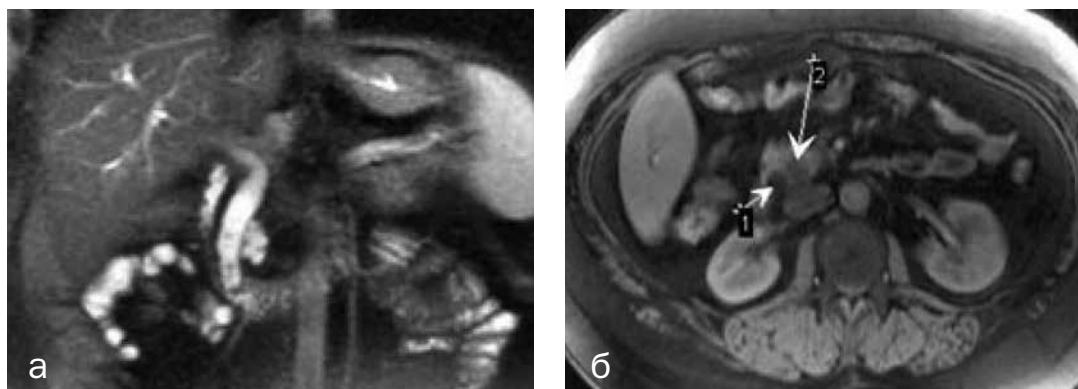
МРТ пациентки Д., 26 лет, с желчнокаменной болезнью, холецисто- и холедохолитиазом, обострением ХП: а — Т2-ВИ в корональной плоскости, общий желчный проток расширен, в его просвете видны мелкие конкременты, в головке ПЖ — жидкостное скопление; б — Т1-ВИ FS в аксиальной плоскости, визуализируется расширенный холедох (стрелка 1), атрофия и уменьшение размеров головки ПЖ с парахоледохеальным жидкостным скоплением (стрелка 2).
